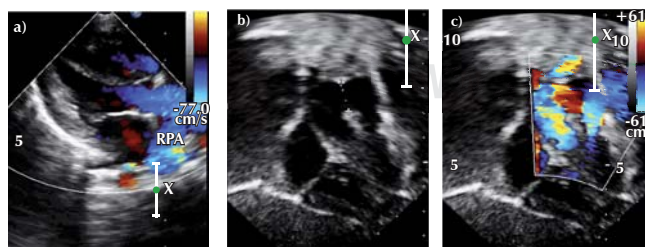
Ecocardiografía transtorácica en dos dimensiones (a, b, c) del origen anómalo de la rama derecha de la arteria pulmonar y ventana aortopulmonar en un infante. (A) En el eje largo paraesternal se observa la arteria pulmonar derecha (RPA) que emerge de la pared posterior y proximal de la aorta ascendente. (B) En el eje subcostal se observa la ventana aortopulmonar entre la aorta ascendente y el tronco pulmonar. (C) Doppler color que muestra la ventana aortopulmonar.
